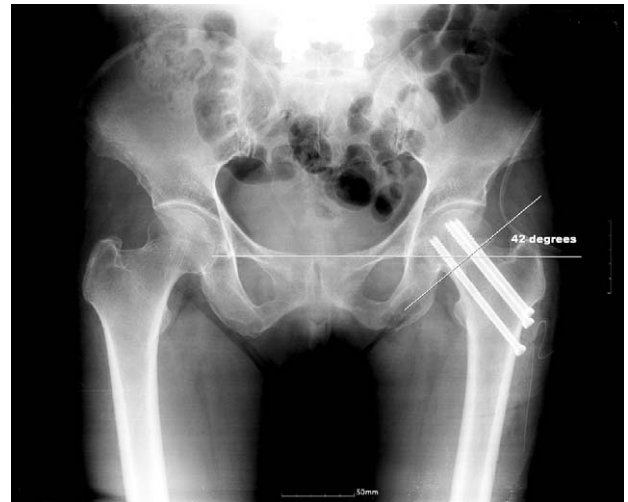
According to the anteroposterior radiograph of the both hip taken at immediate postoperative period, Pauwels' angle is 42 degrees and anatomical reduction is obtained.
